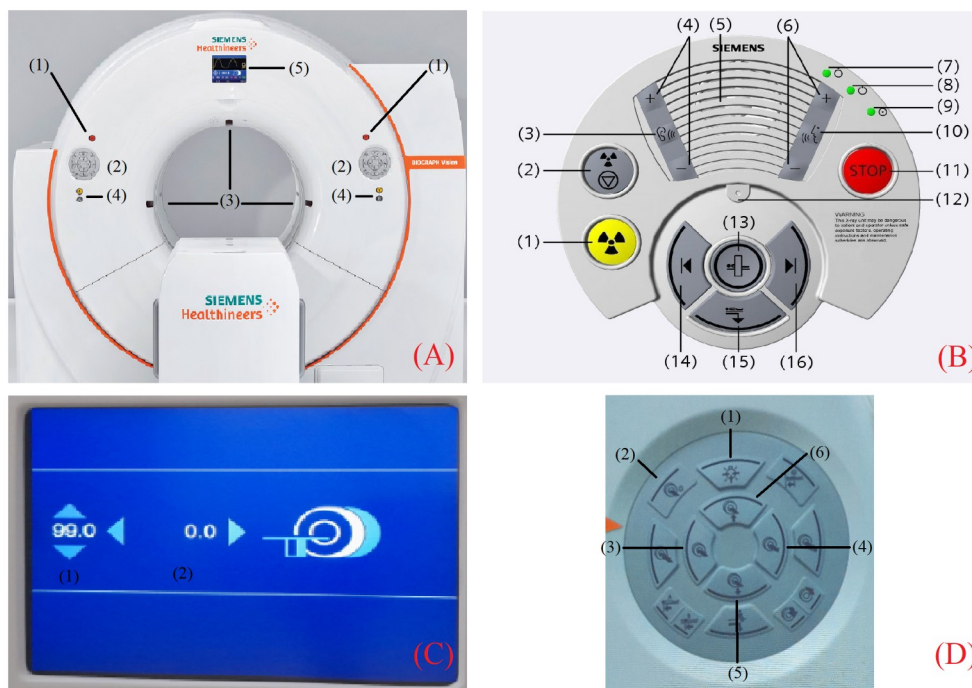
Componentes de los controles manuales del sistema PET/CT BV 450.
